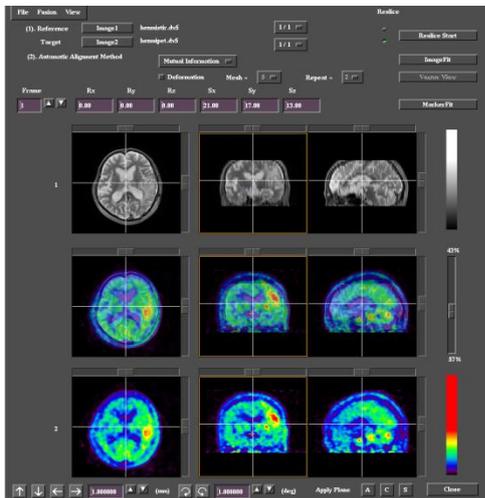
Dr. ViewによるMRS用T2WIとMET-PETの融合
